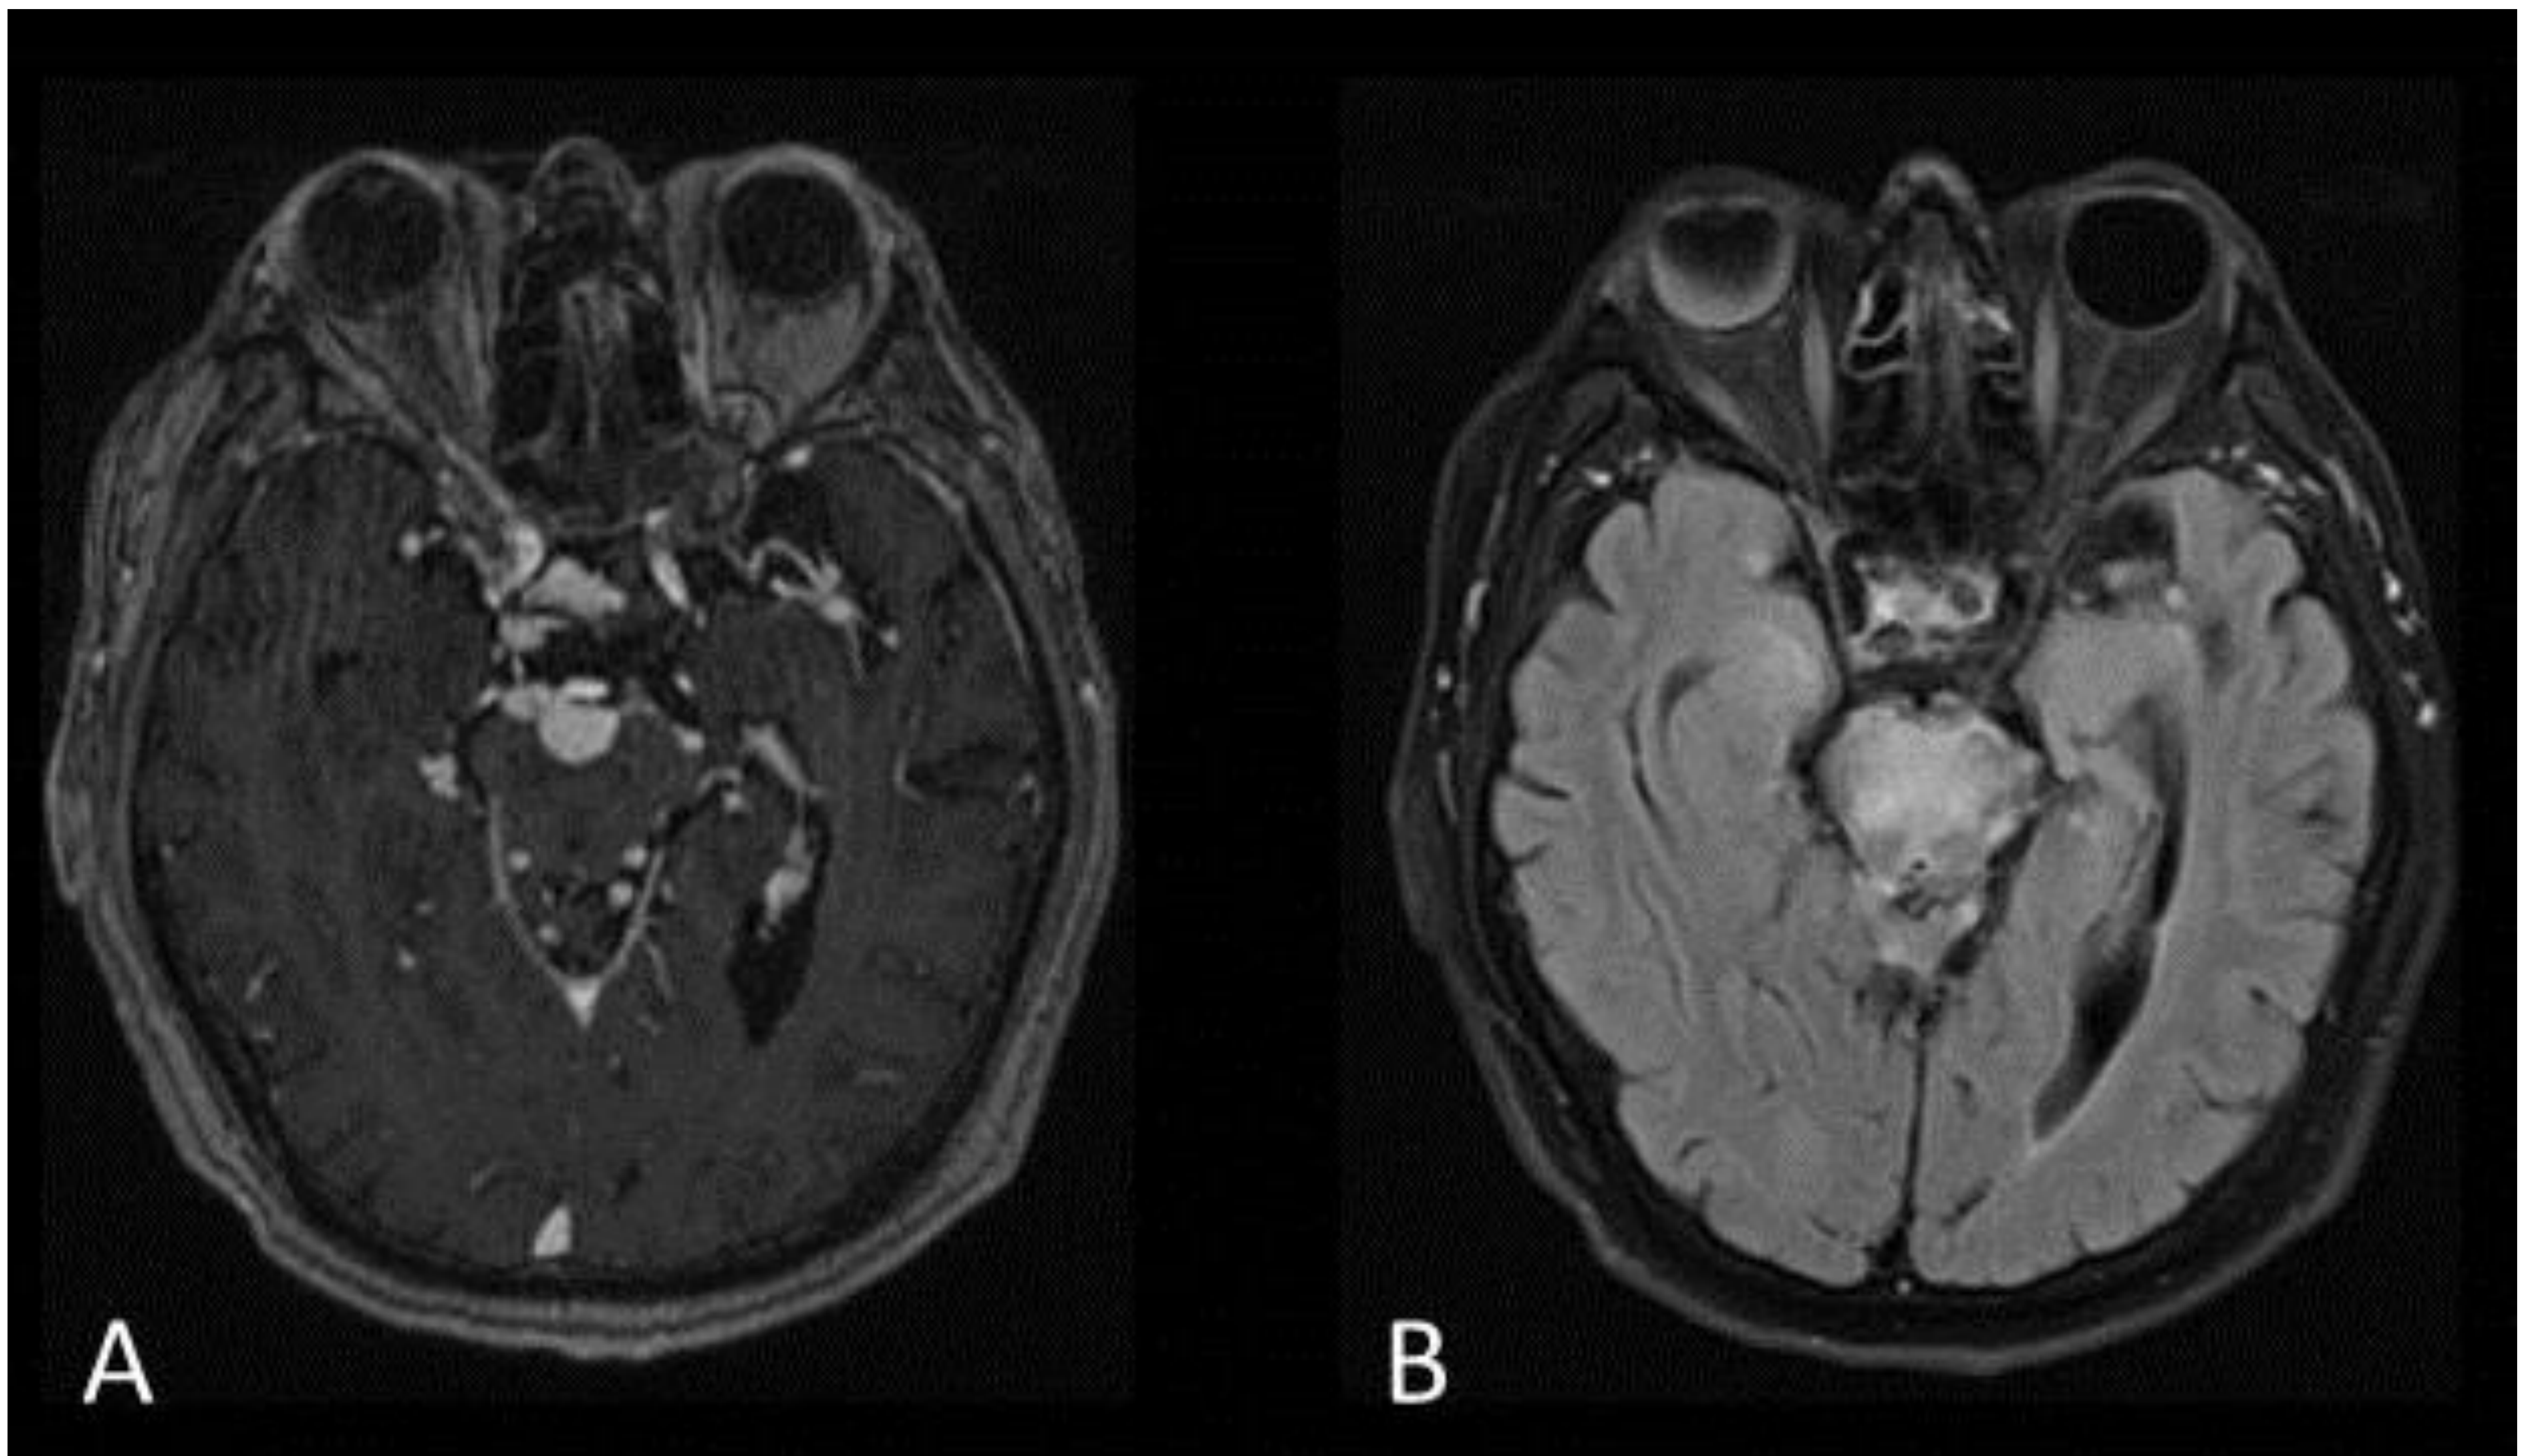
Listeria. Imágenes de secuencia T2-FLAIR axial (A) y T1 axial con gadolinio (B), difusión (C) y mapa ACD (D) de RM cerebral. Absceso con realce de contraste en anillo (B) y restricción central de la difusión (C y D) en el seno de un área hiperintensa en FLAIR en el puente dorsal que se extiende al pedúnculo cerebeloso superior izquierdo (A).
